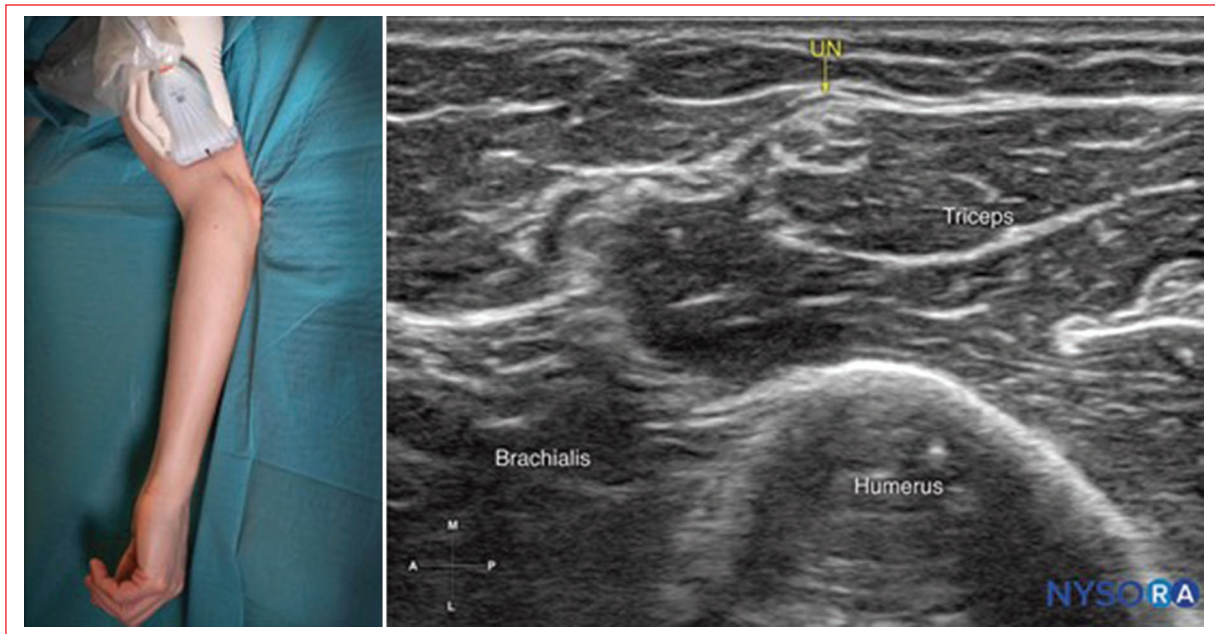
Ecografía del bloqueo del nervio cubital. UN: nervio cubital.
